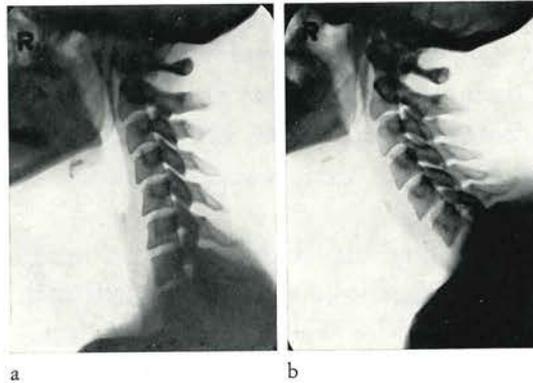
Röntgenaufnahme der Halswirbelsäule einer 26jährigen gesunden Versuchsperson.
